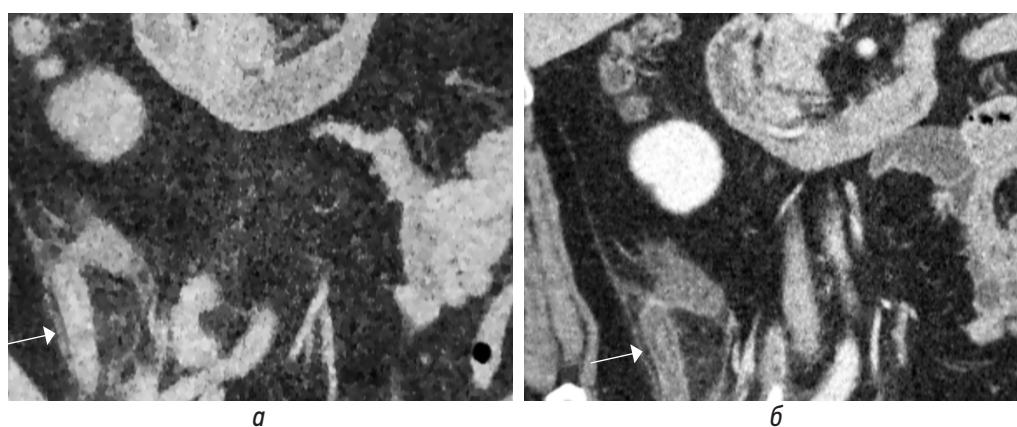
КТ-изображения во фронтальной плоскости в нативную (*а*) и постконтрастную (*б*) фазы: аппендикулярный отросток (стрелки) увеличен (12 мм), стенки усиливаются, умеренная исчерченность периаппендикулярной жировой клетчатки
